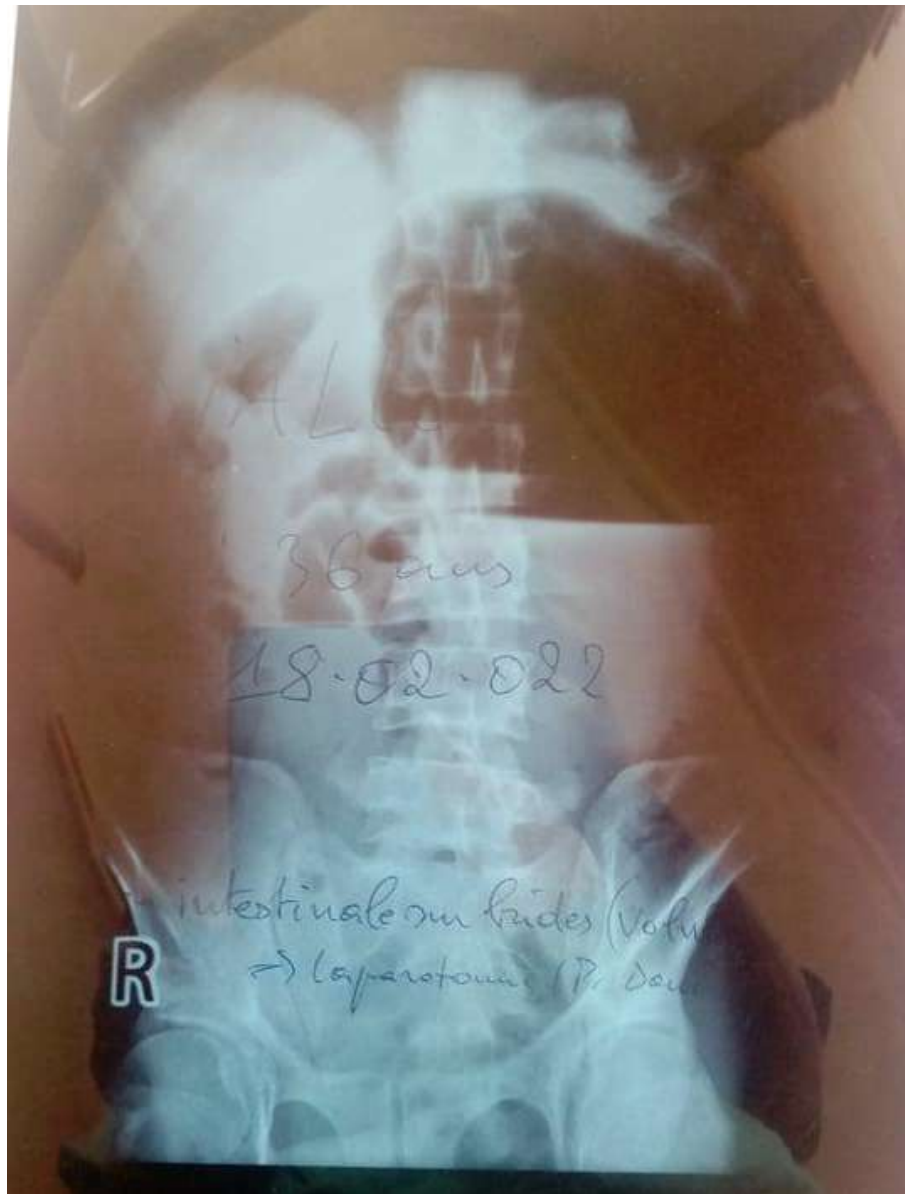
Radiographie de l'abdomen sans préparation d'un patient en occlusion intestinale aiguë montrant des niveaux hydroaériques
